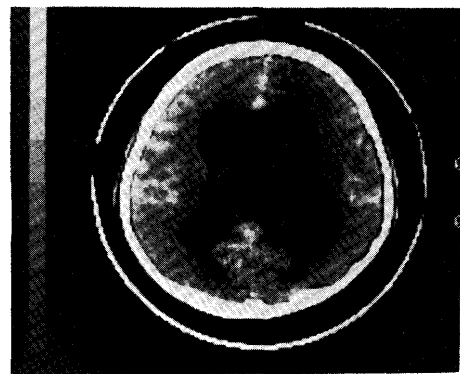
Metrizamide CT cisternogram through the level of body of the lateral ventricle. Marked ventricular dilatation is seen without contrast media reflux.
